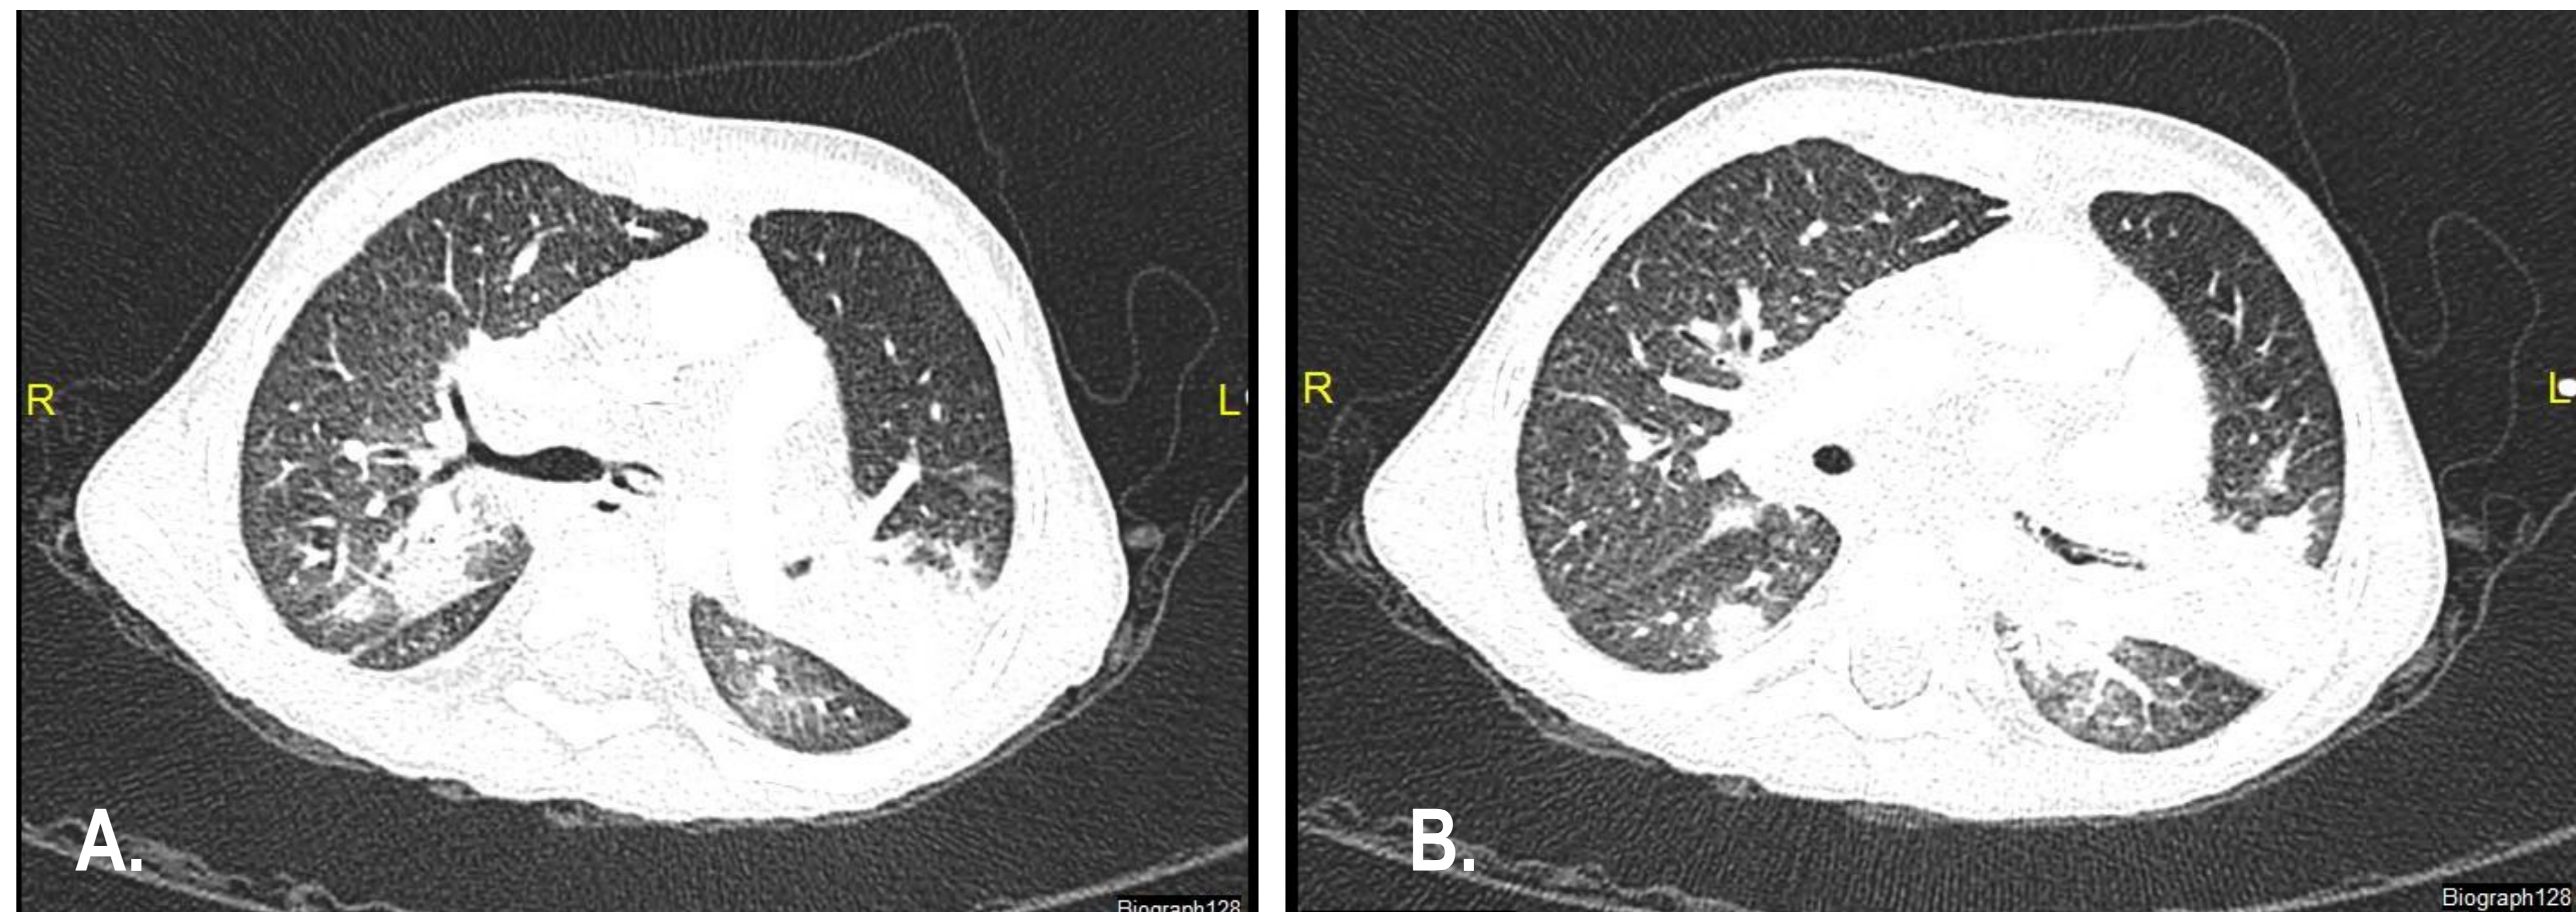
y 2B . TAC Tórax: estenosis moderada de arteria pulmonar derecha preanastomótica. Alteración en el patrón de ramificación pulmonar segmentaria, disminución calibre de ramas distales compatible con la posibilidad de tromboembolismo crónico.
